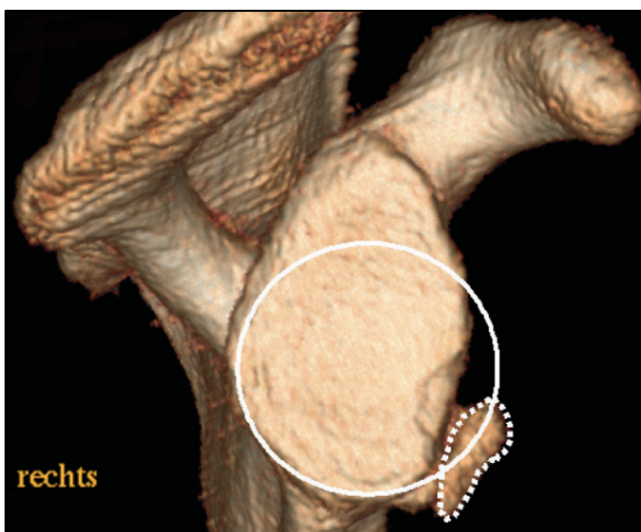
Glenoid im CT. Über die Kreismethode nach Sugaya et al. (2003) kann die Größe des Defekts (gestrichelte Umrandung) quantifiziert werden. Aus: Wambacher et al. (2017).
